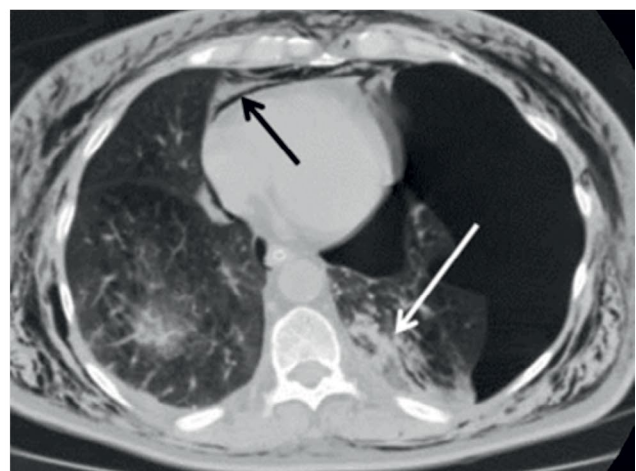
КТ грудной клетки от 11.12.2017 г., состояние после дренирования левой плевральной полости
